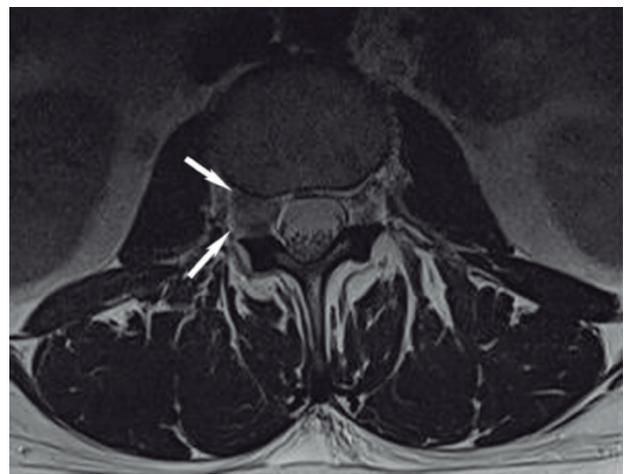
Hernia discal foraminal derecha L3-L4. Imagen axial RM potenciada en T2. Fragmento discal ocupando el foramen neural derecho comprometido de la raíz L3 derecha (flechas).
